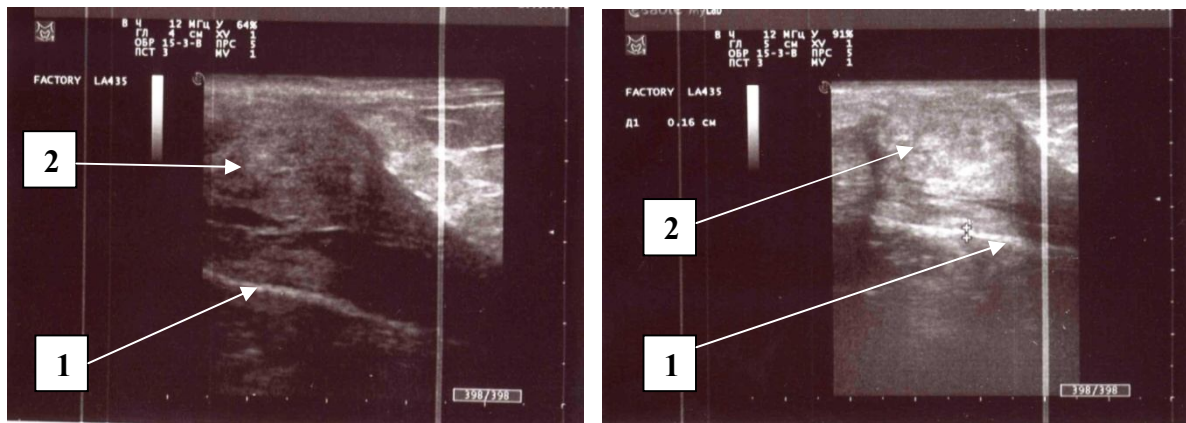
Фотография УЗИ снимков (1 – сетчатый имплантат, 2 – грыжевое выпячивание)
